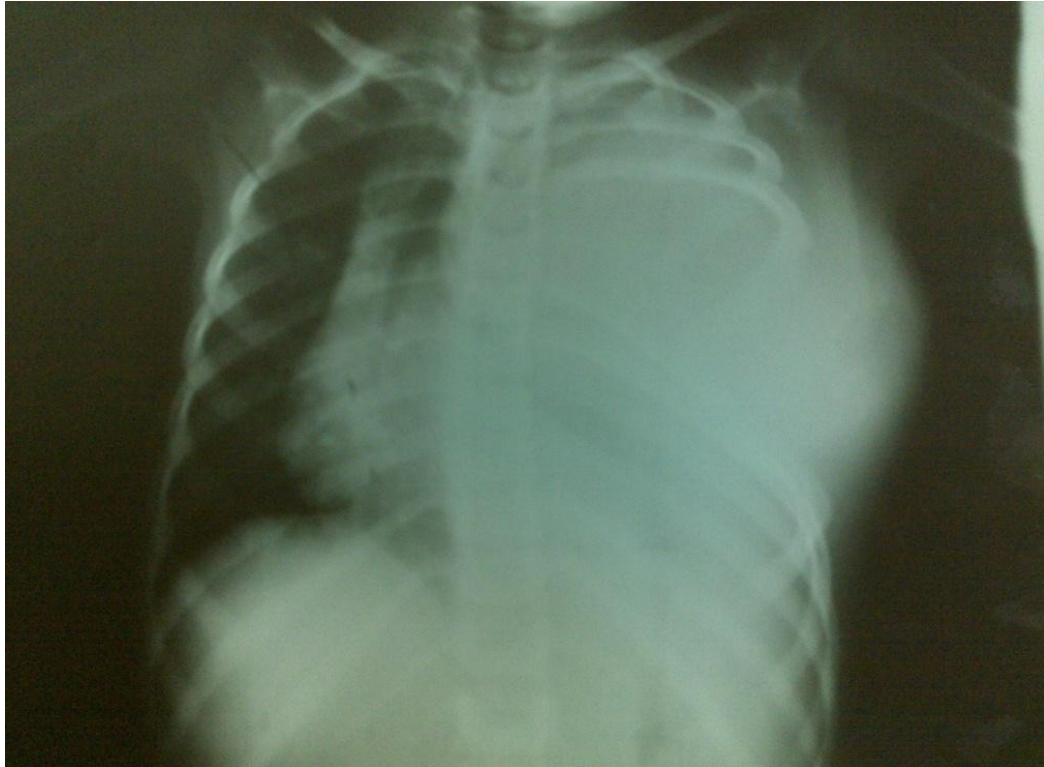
radiographie thoracique montrant une opacité prenant tout l'hémi champs pulmonaire gauche avec épaissement des parties molles.
